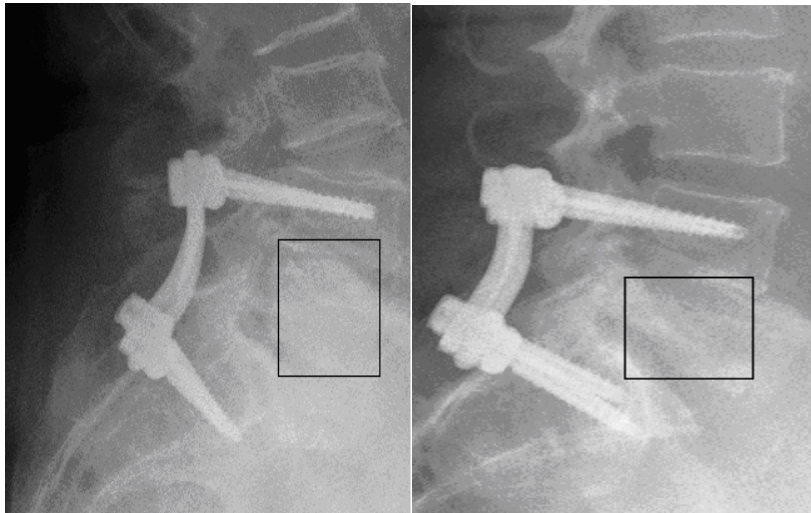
Bsp. für zwei postoperative Röntgenkontrollen (erste und zweite Jahr nach OP)
